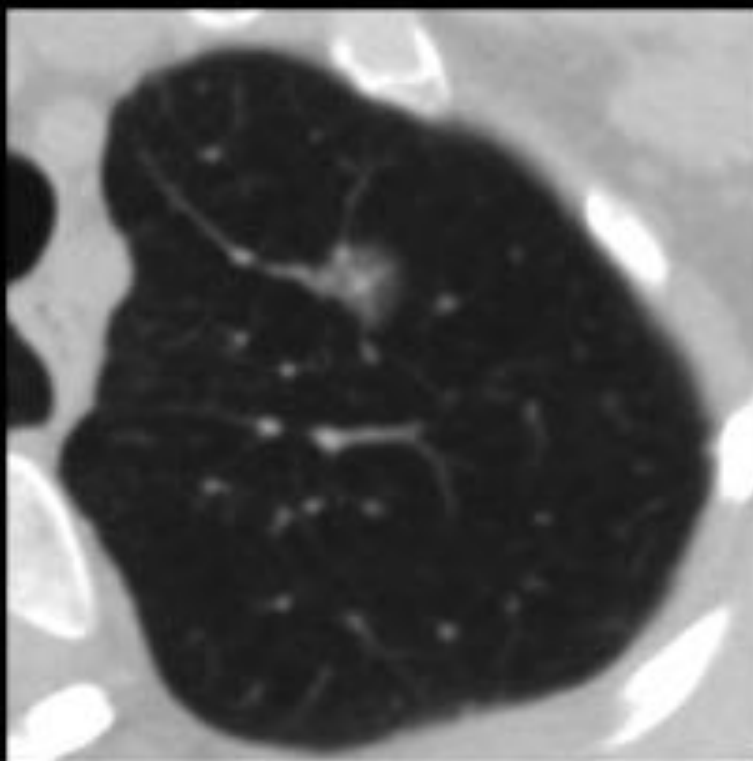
TC axial con ventana de pulmón. Nódulo solitario, en vidrio deslustrado con parte sólida en LSI con componente sólido menor de 5mm. Este nódulo es maligno hasta que no se demuestre lo contrario. Se realizó una TC de seguimiento a los 3 meses que confirmó la persistencia del mismo. Fue reseado y la AP reveló que se trataba de un adenocarcinoma con crecimiento lepidico.
